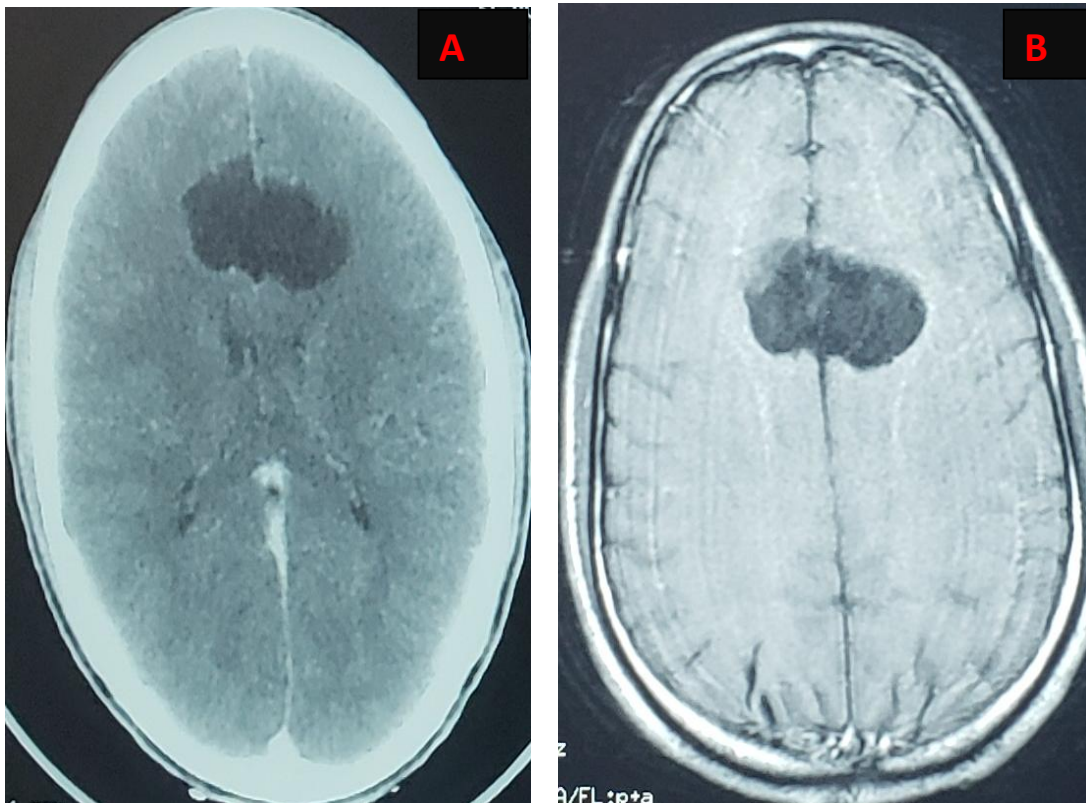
TDM cérébrale coupe axiale fenêtre parenchymateuse(A) et IRM cérébrale T1 coupe axiale(B) montrant cette même lésion ne prenant pas le contraste après injection.
